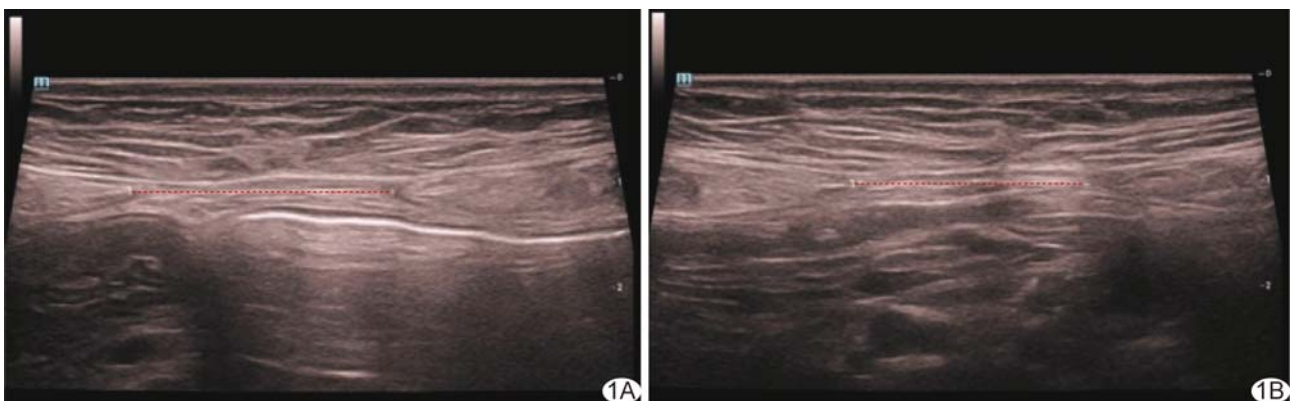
DRA 初产妇, 28 岁, 接受生物反馈电刺激治疗 A、B. 产后 42 天 (A) 及 10 周 (B) 高频超声声像图示脐上 3 cm 处 IRD 值分别为 2.4 及 2.1 cm (红线为测量线)
